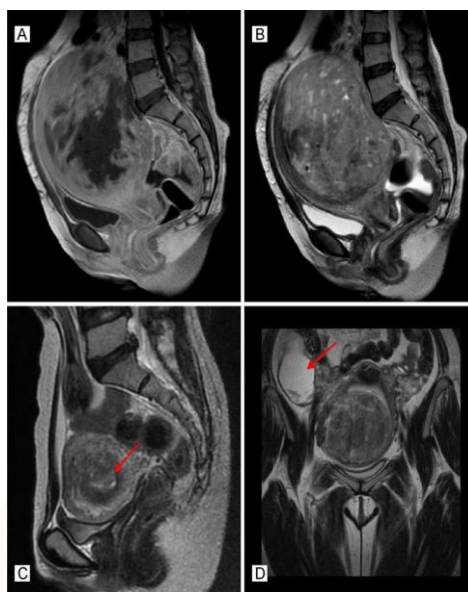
Результаты контрастного МРТ, исследование Определение миома матки.
